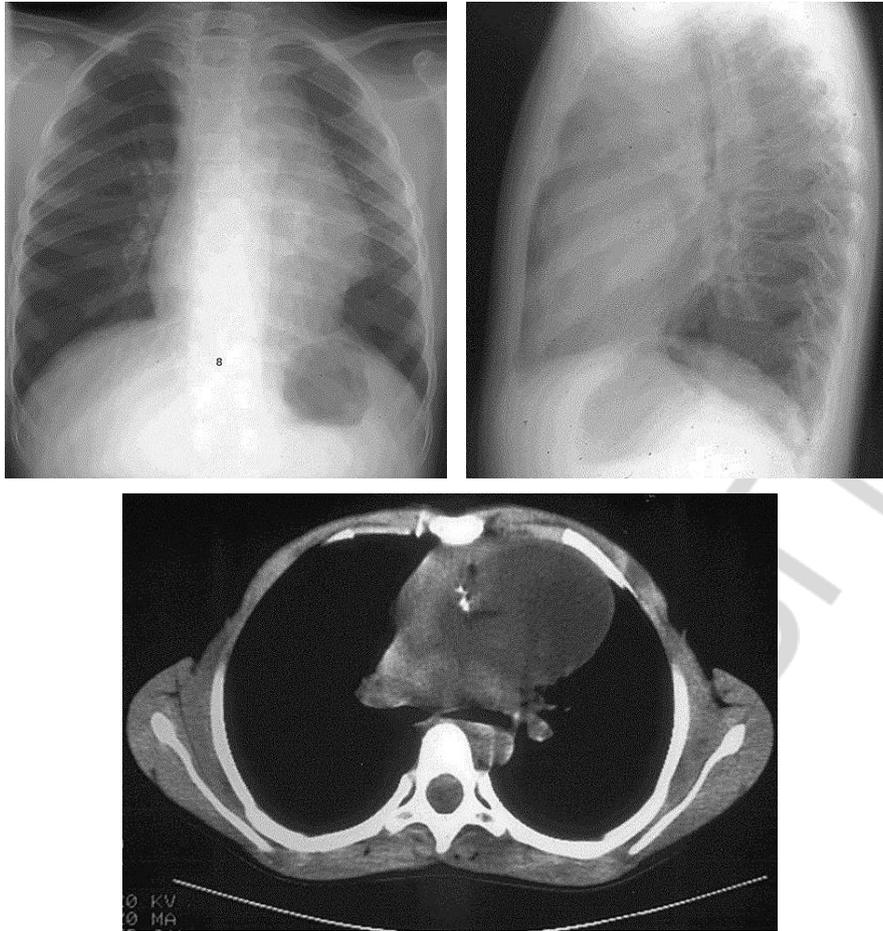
Рентгенограмма и томограмма медиастинальных гермином
